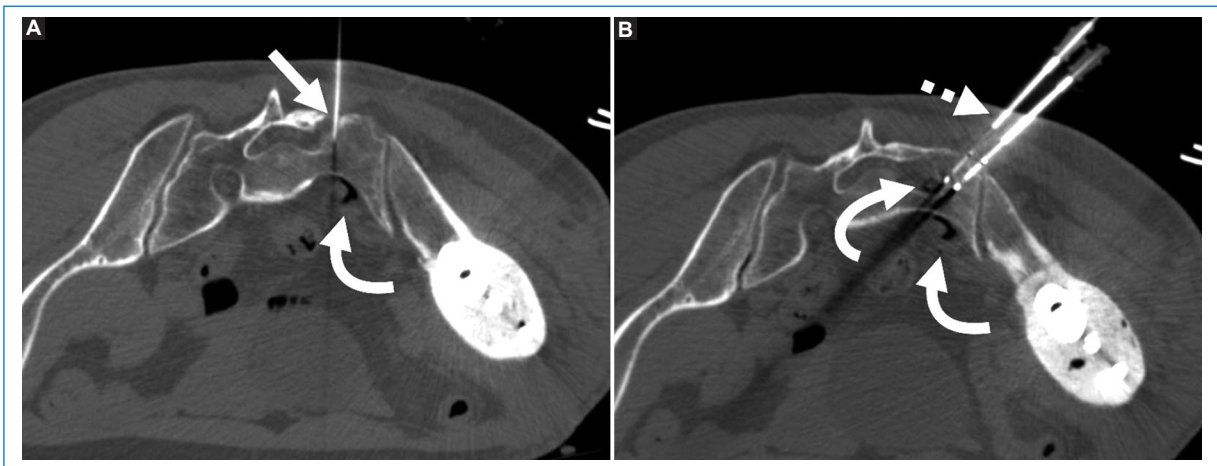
Hombre de 54 años con antecedentes de condrosarcoma grado 2 en fémur y hueso ilíaco izquierdo tratado con resección de conservación de miembro, actualmente con metástasis en alerón sacro izquierdo. (A) TC para tratamiento mediante crioablación percutánea de pequeña lesión sacra con pneumodisección con CO₂ de raíces sacras S1 y S2 homolaterales (flecha curva) mediante aguja espinal 21 G (flecha). (B) Imagen caudal a la anterior que muestra agujas de crioablación en posición (flecha rayada) con pneumodisección de raíz S1 y menos evidentemente de raíz S2 (flechas curvas).
